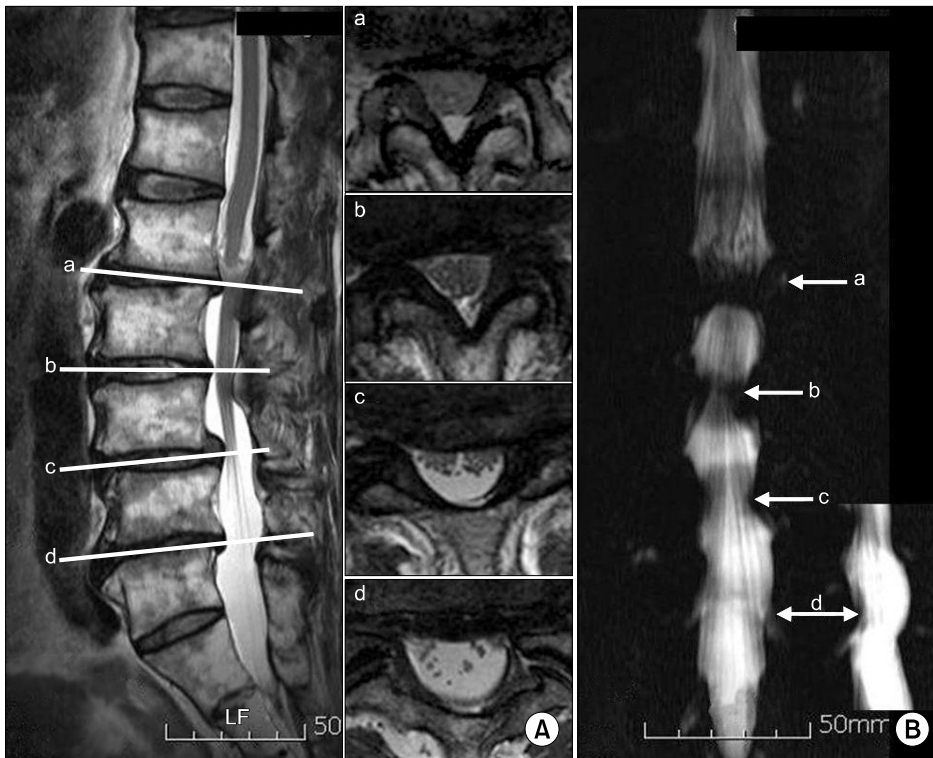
Definition of the severity grading scales of stenosis (1 to 3). From class (A) which refers to conventional MRI including the sagittal and horizontal T1 and T2 weighted images, the level of the line a shows no subarachnoidal space, i.e. total block (grade 3). The level of line b shows subarachnoidal space < 50% of the normal subarachnoidal space, not a total block (grade 2). The levels of lines c and d show subarachnoidal space > 50% and a compression figure (grade 1). The same severity grading scales were used: class (B), which considered only MRM, and class (A+B), which considered MRI+MRM.
